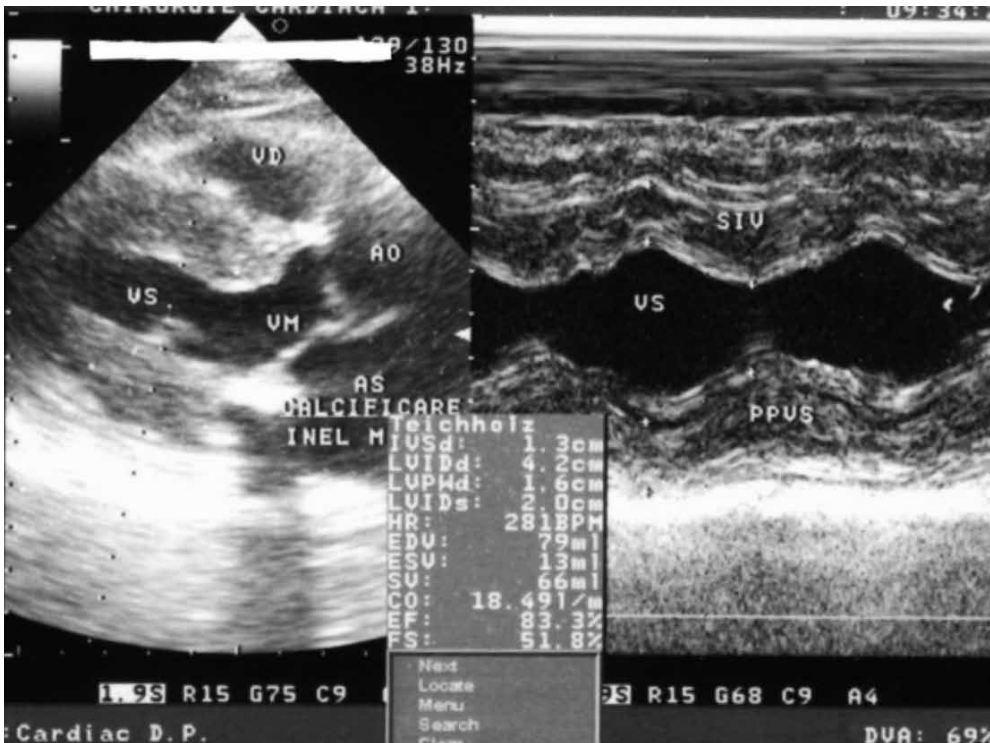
Calcificare de inel mitral posterior (stânga, ecografie mod 2B) și aspect de hipertrofie VS (dreapta, ecografie mod M).
